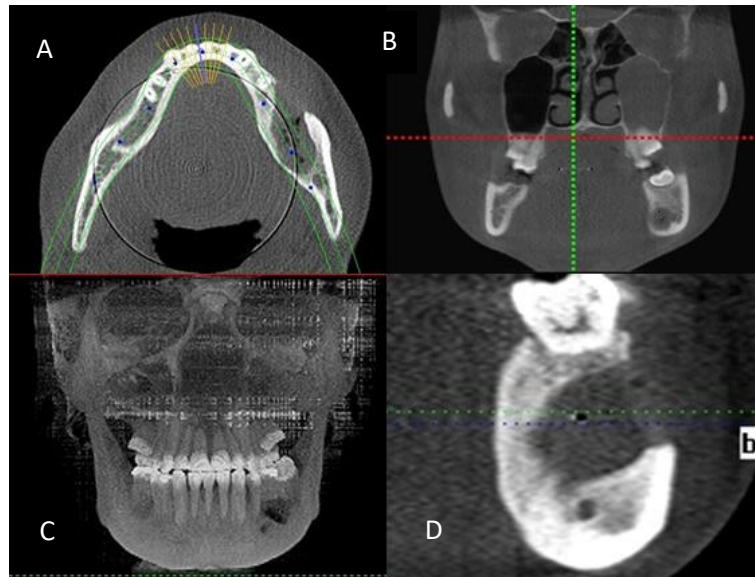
Tomografia Computadorizada de controle após 8 meses de marsupialização onde é possível observar a diminuição da lesão nos cortes axial (A), coronal (B), vista frontal (C) e corte parassagital (D).
